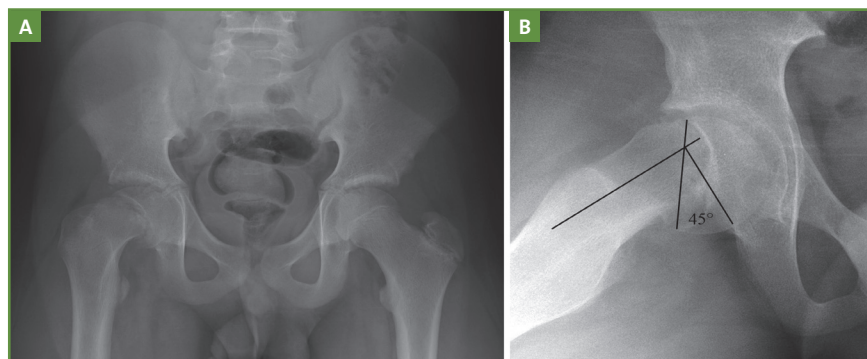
Radiographie de face (A) et de profil (B) d'un jeune garçon porteur d'une épiphysiolyse fémorale chronique de la hanche droite. La radiographie de profil permet de quantifier la bascule postérieure de l'épiphyse par rapport à l'axe du col fémoral.
